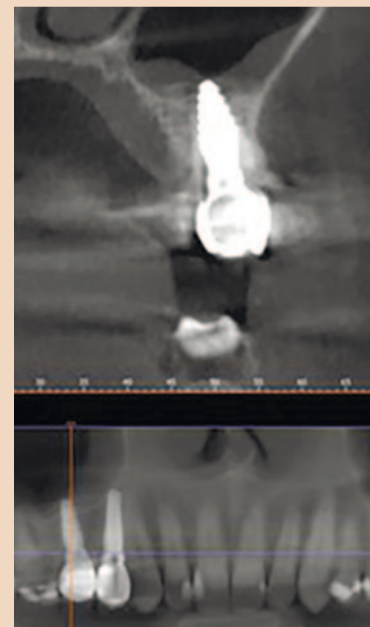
КТ-срез и ортопантомограмма, визуализация имплантата в области второго правого премоляра верхней челюсти
